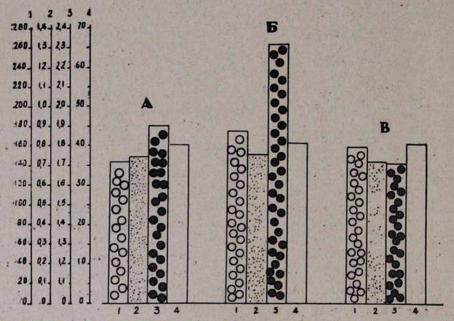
Влияние внутривенной непрерывной инфузии търамина (100 мкг/мин) на регионарный мозговой кровоток. Обозначения: 1. Среднее артериальное дазление в мм рт. ст. 2. Регионарный мозговой кровоток в мл/гм/мин. 3. Сопротивление мозговых артерий в мм рт. ст. /мл/100 гм/мин 4. Напряжение артериальной СО₂ в мм рт. ст. А) контроль, Б) инфузия тирамина, В) контроль.
